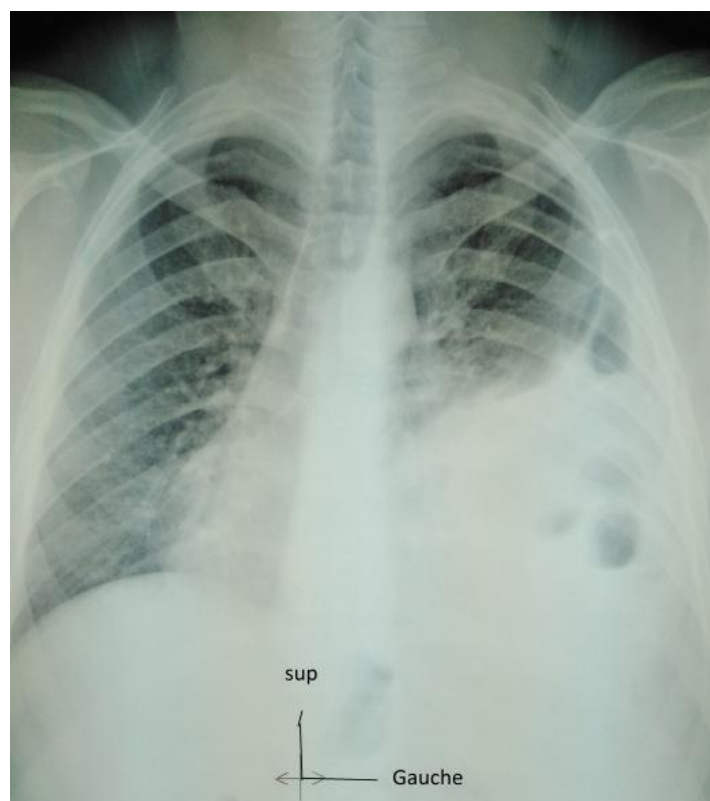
Radiographie thoracique de face montrant une opacité basithoracique gauche refoulant le médiastin à droite.
